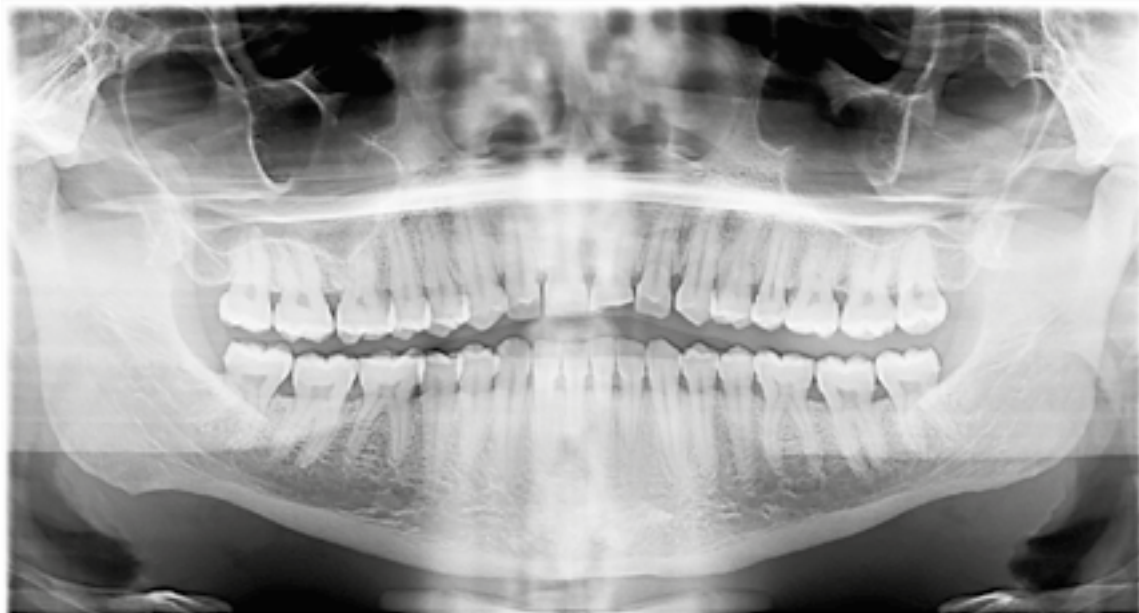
Pacientul S. M. Dinte 25 afectat de carie dentară pe ortopantomografie.
